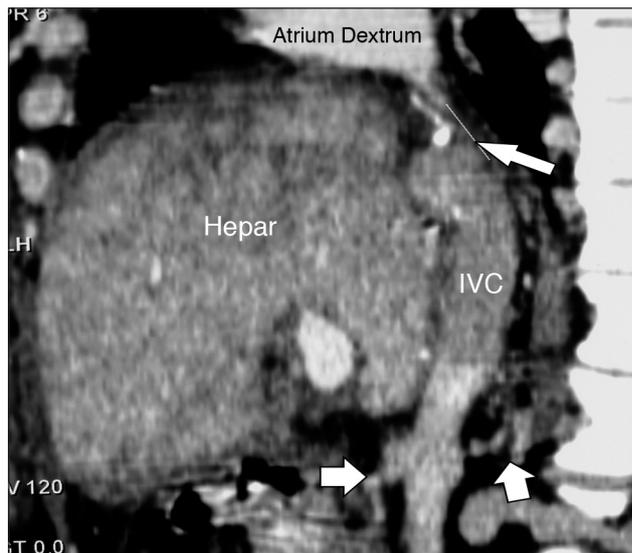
КТ-реконструкция нижней кавографии: определяются зона окклюзии супрапеченочного отдела нижней полой вены (большая стрелка), расширенные венозные коллатерали (малые стрелки).
